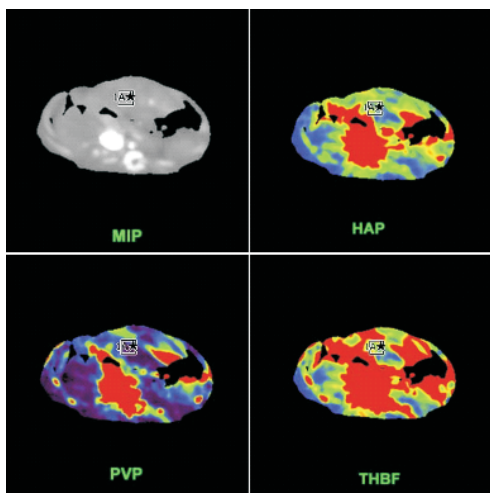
实验组 CT 灌注伪彩地形图 (以脾动脉组为例)
